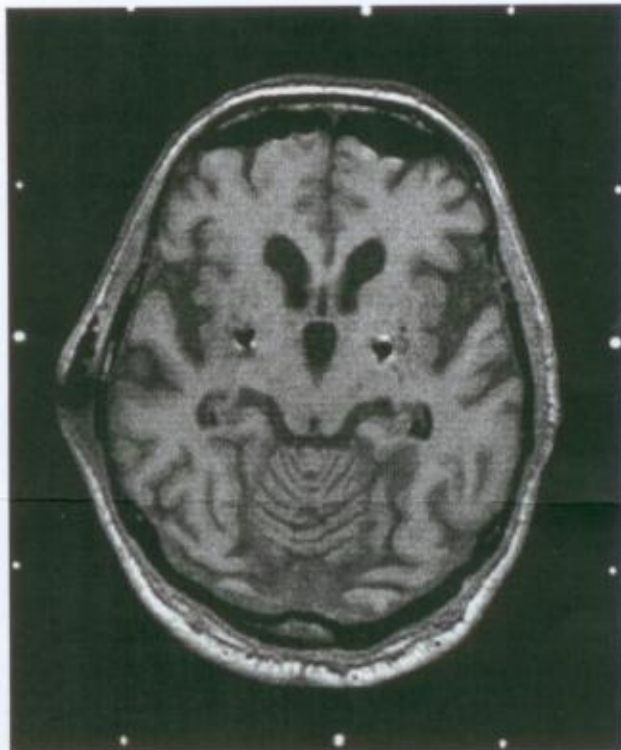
Axial T1-weighted MR image showing the artifacts of the 2 leads.
